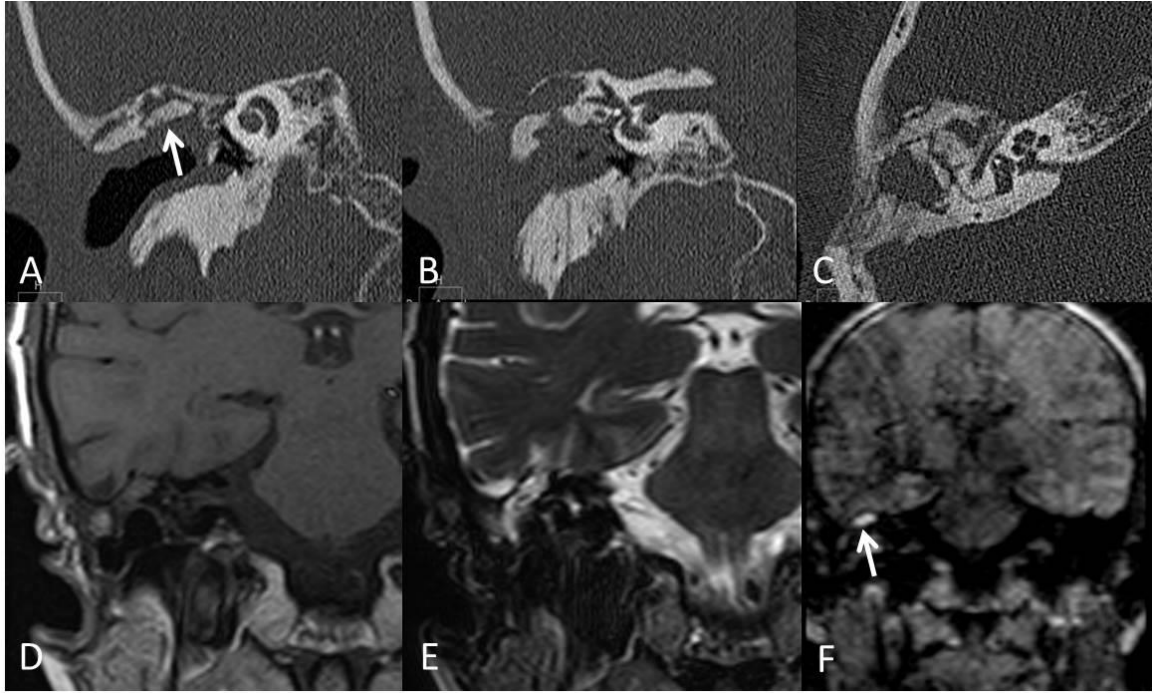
Falso + por presencia de PolyBone®, (A, B y C) TC con reconstrucción coronal y axial, mastoidectomía con reconstrucción del tegmen tímpani, con colocación del material. (D y E) Coronal T1 y T2, ocupación parcial del oído medio con heterogenicidad de señal. (F) Coronal DW no EPI mostrando foco de hiperseñal secundario a artefacto por el material reconstructor.
